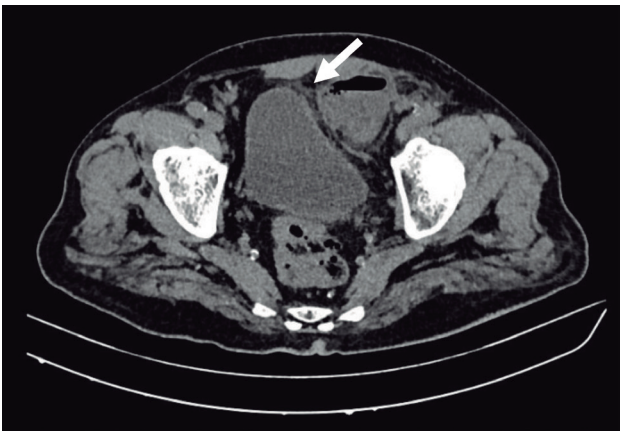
TAC simple de abdomen. Corte axial a nivel de pelvis que muestra masa intrapélvica con niveles hidroaéreos y desplazamiento de vejiga (flecha blanca).
